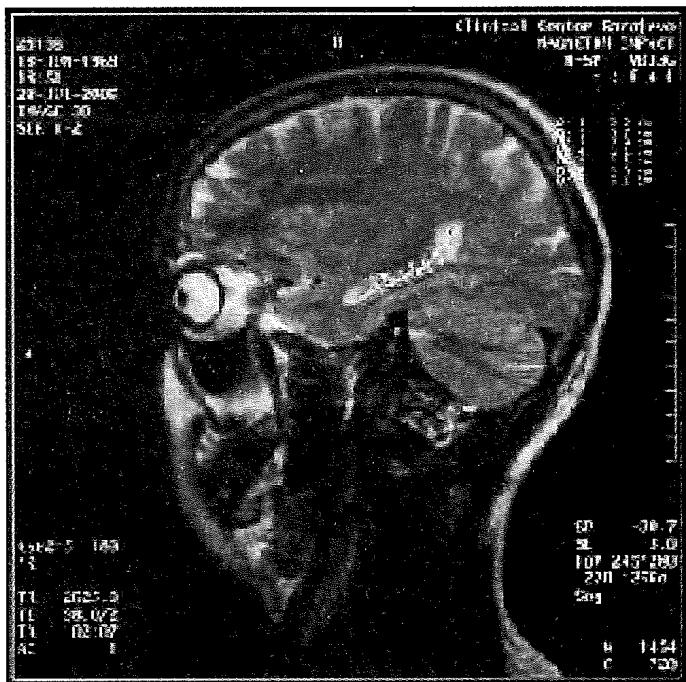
Sagittal MRI scans; dimension of hippocampal formation on the right side; control group level 1
